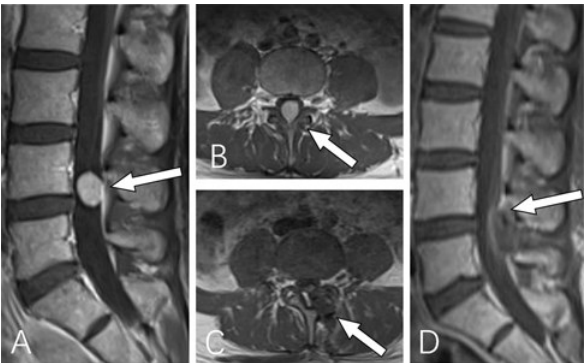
腰 4 椎管内肿瘤经皮微通道入路显微镜下切除术前 后 MRI 表现
